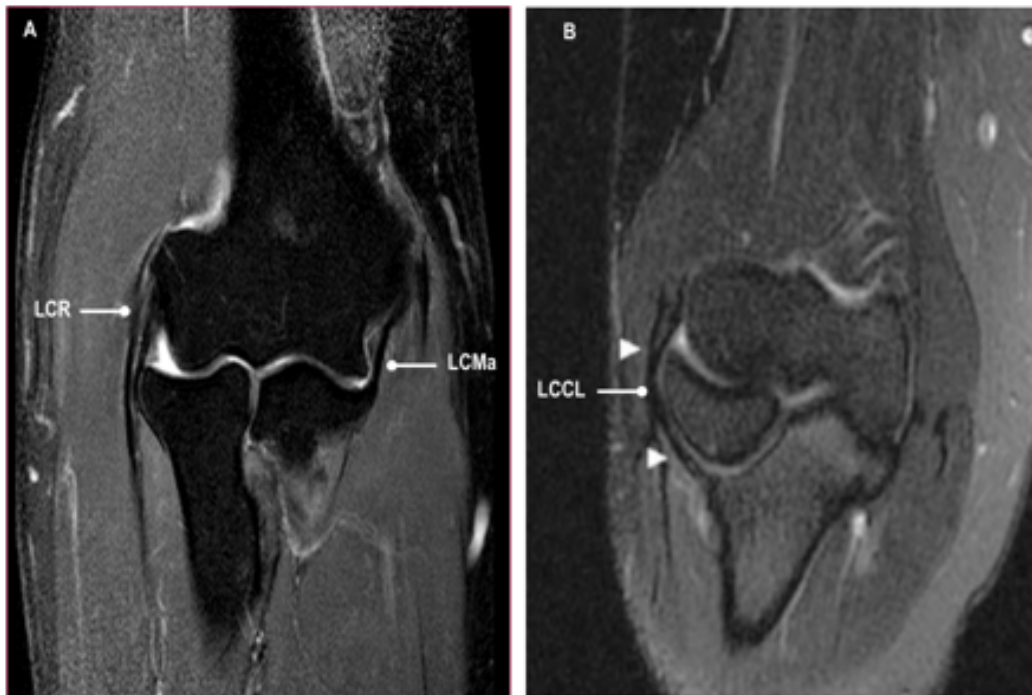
RM de codo potenciada en T2 con supresión grasa que permite la identificación de las principales estructuras ligamentosas estabilizadoras del codo. A. Plano coronal en el que se identifica LCR y LCMA. B. Plano coronal en el que se identifica el LCCL y su inserción distal en la cresta supinadora del cúbito(40).
